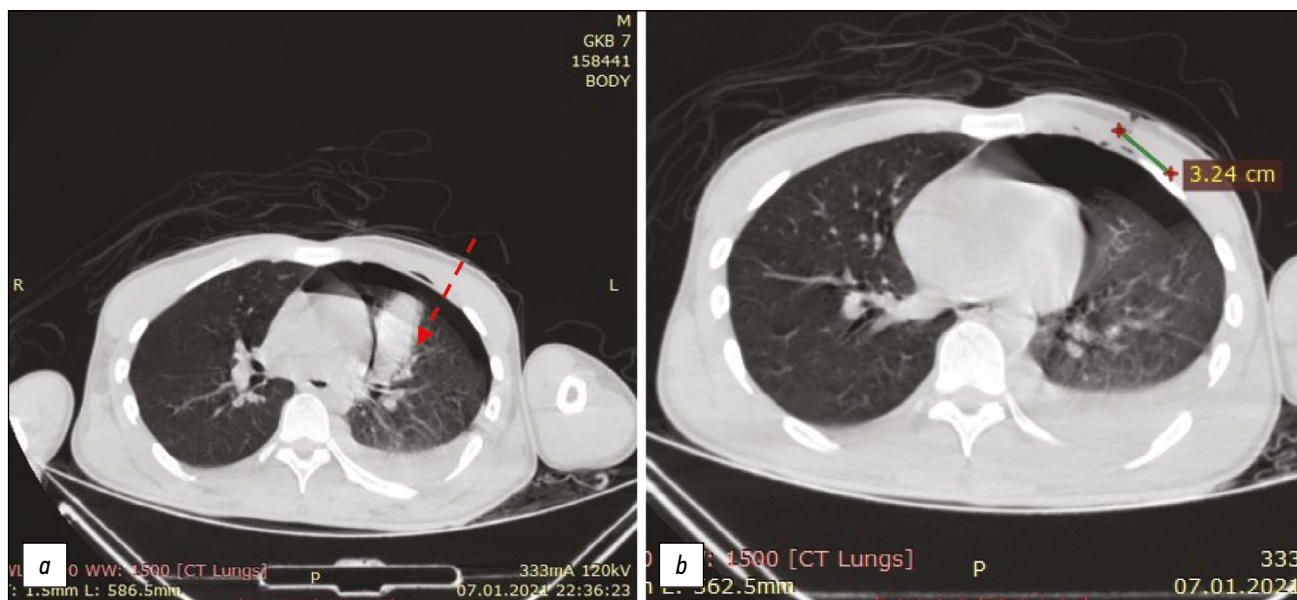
Данные компьютерной томографии потерпевшего М.: *a* — ателектаз левого лёгкого по ходу раневого канала (стрелка); *b* — разметка смещения раневого канала на послойных снимках.
